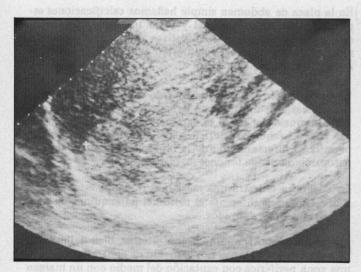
Ecografía longitudinal que muestra el Hemangioma Gigante.
